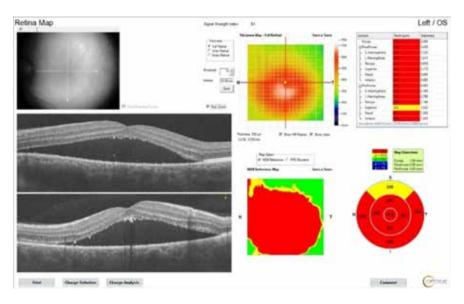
Пациент К. Оптическая когерентная томография макулярной зоны до лечения. МКОЗ 0,4
